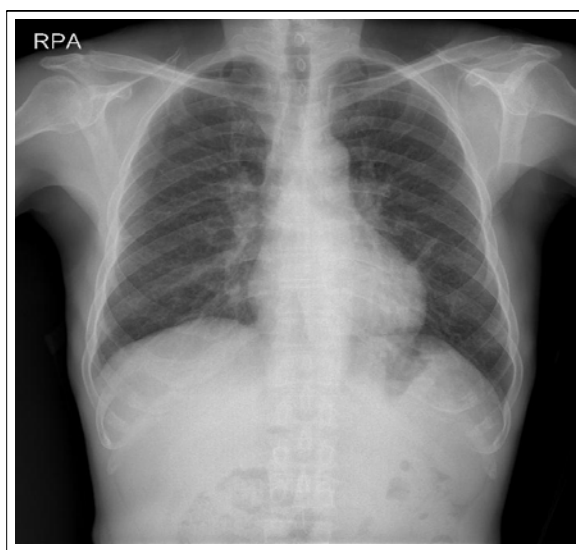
Chest X-ray. Diffuse bilateral mixed fine reticular and poorly-defined micronodular opacities are distributed at both lung fields.
